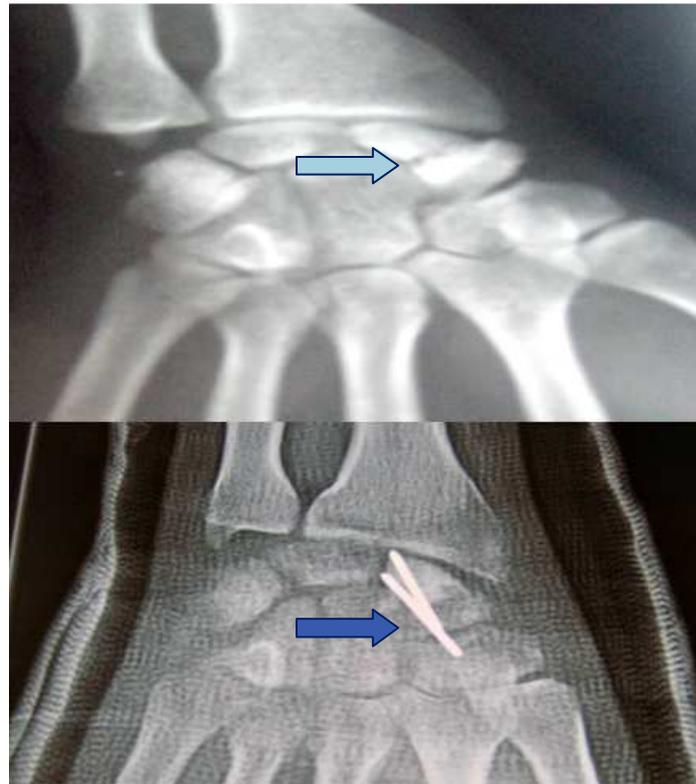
En haut) radiographie de face du poignet droit chez un patient, victime d'un accident domestique, montrant une fracture de l'os scaphoïde droit ; En bas) Radiographie du même patient après traitement par mise en place d'une autogreffe iliaque et embrochage
